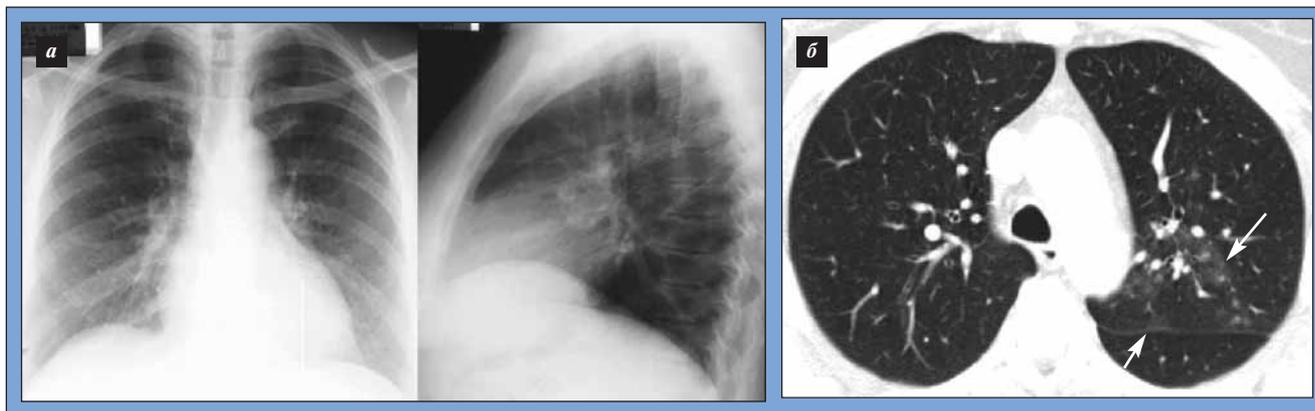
Рентгенограмма: заднепередняя и боковая проекции (а) и компьютерная томограмма (б) грудной клетки больного с симптомами ВИДП. Стрелками указана интерстициальная инфильтрация в проекции S2 левого легкого, видимая на компьютерной томограмме, но отсутствующая на рентгенограмме
